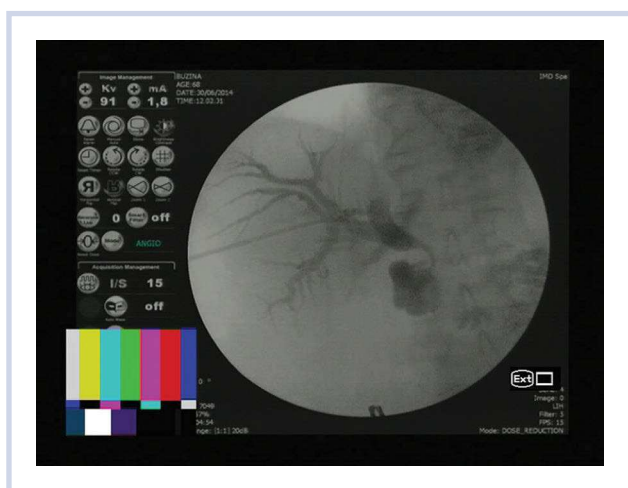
Рентгенологическая картина установленного наружно-внутреннего дренажа.
